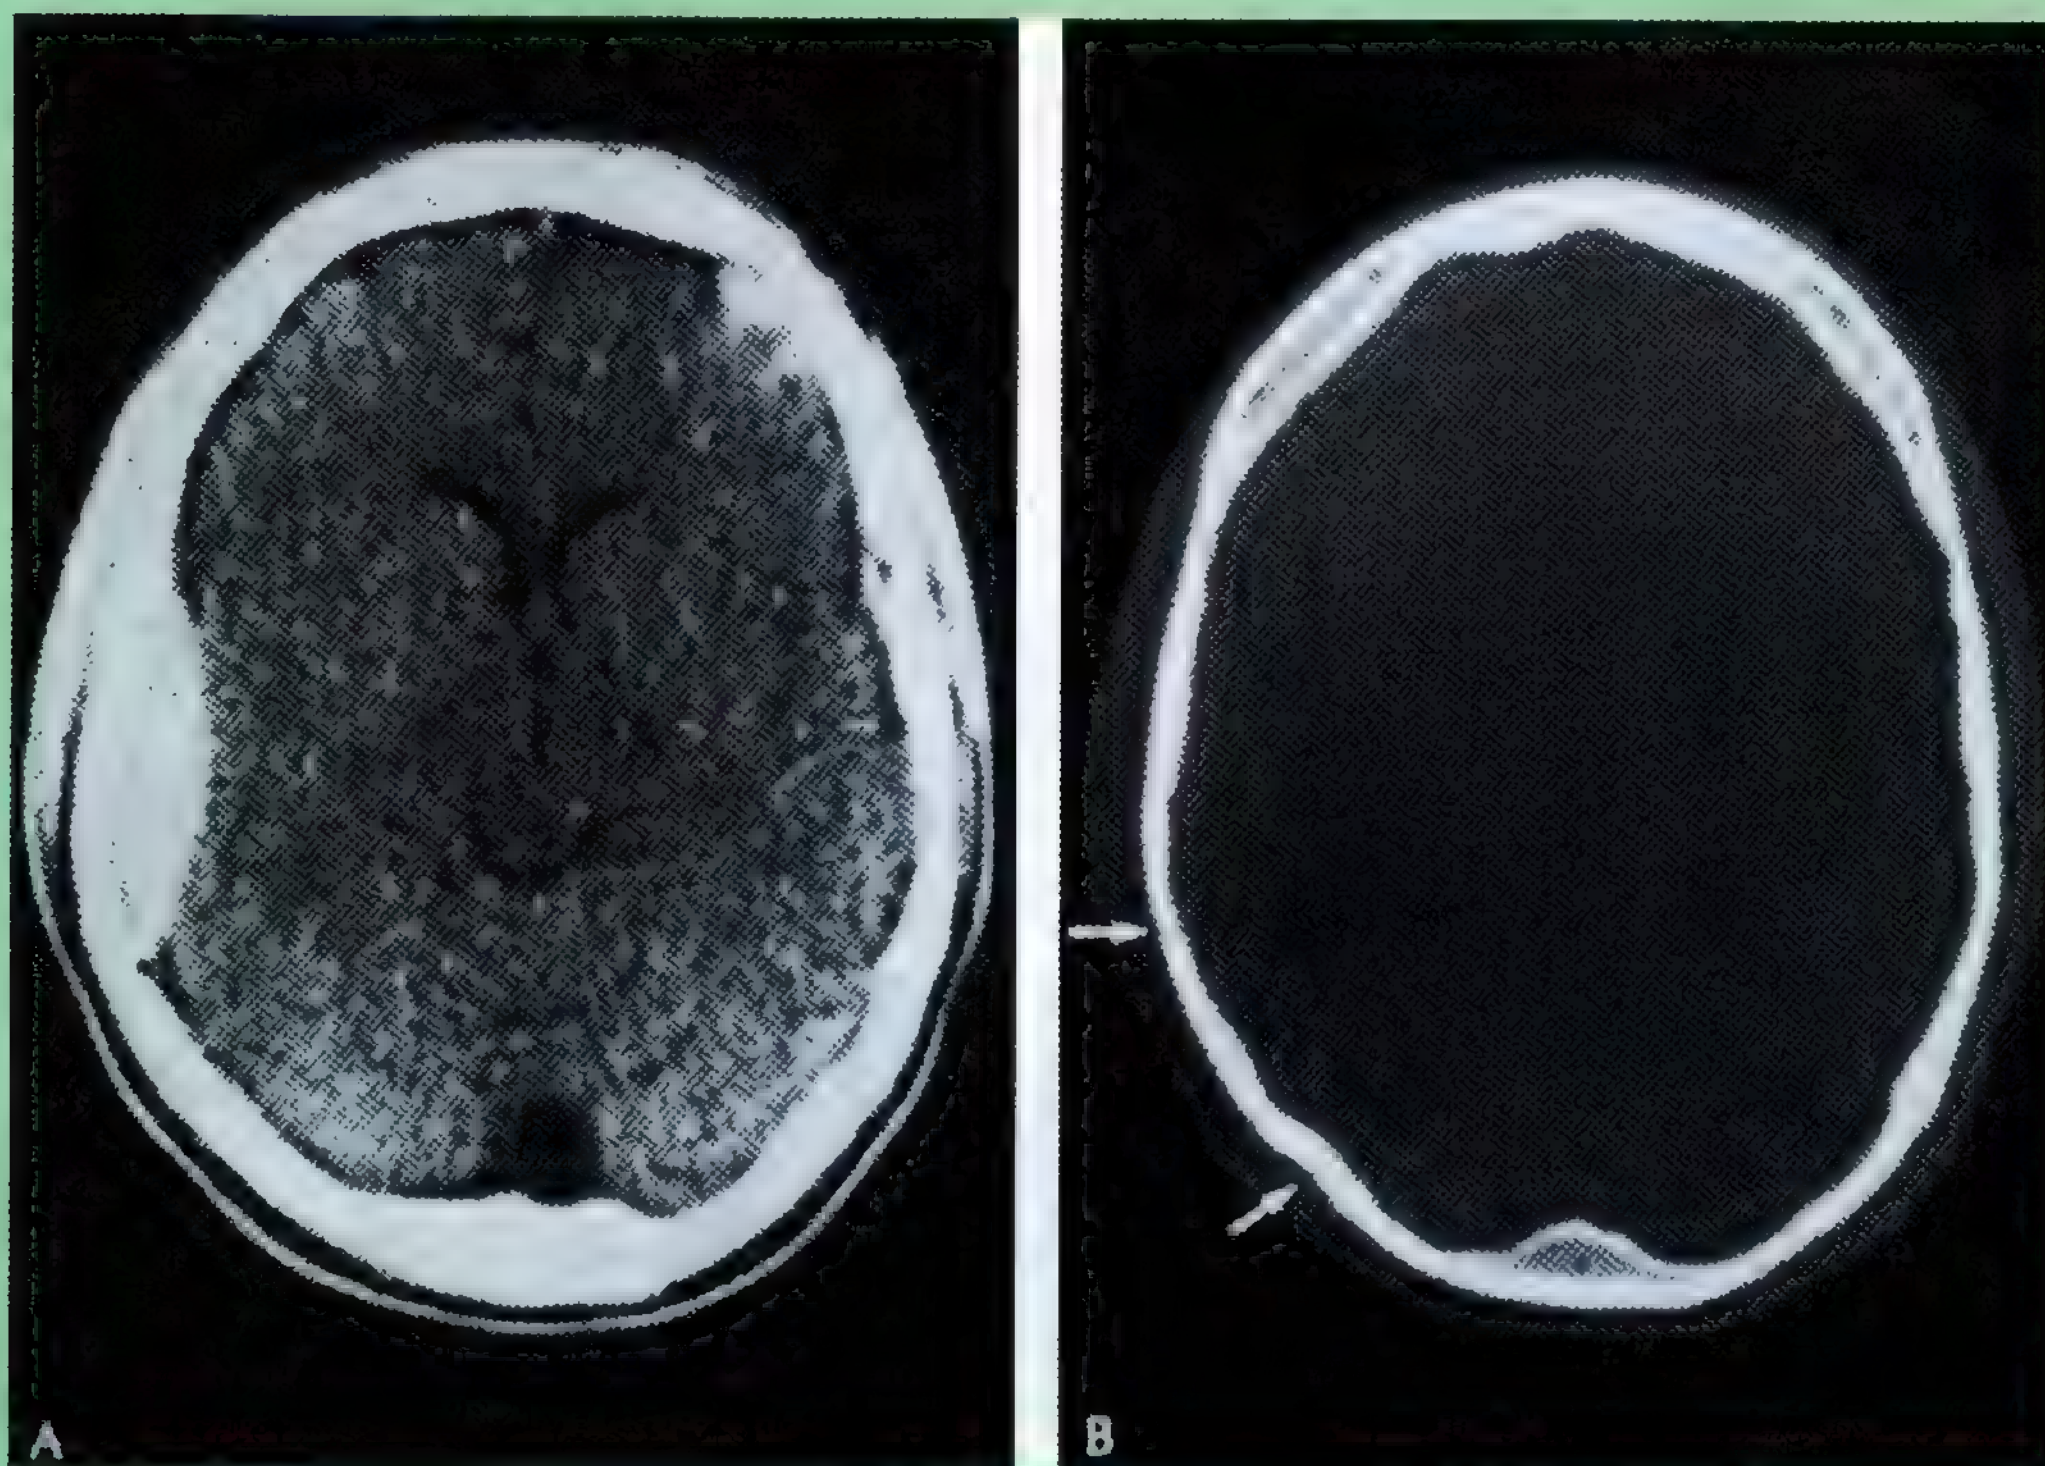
Hematoma extradural (epidural). Imagen de TC transversal de la calota y del cerebro. A. El área blanca grande de la derecha señala el lugar de la hemorragia extradural. B. Esta imagen de TC con ventanas óseas revela dos fracturas adyacentes (*flechas*) de la calota; la fractura anterior se encuentra en el surco de la arteria menígea media.
